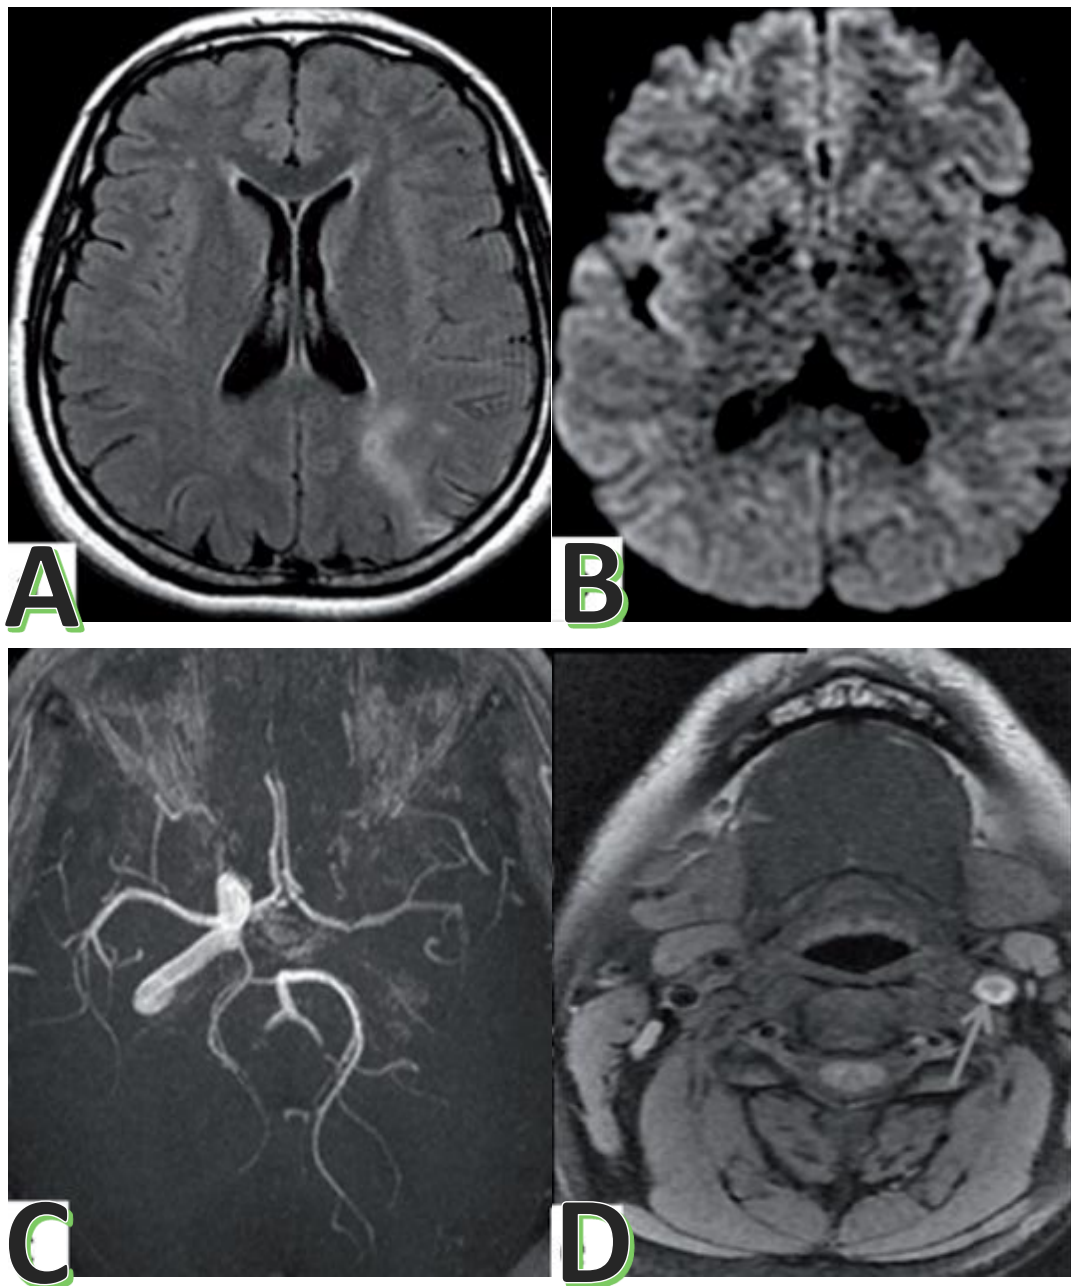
IRM cérébrale montrant un foyer ischémique jonctionnel postérieur gauche (A et B), une amputation de l'artère carotide interne gauche à la séquence 3D TOF (C) et sa dissection à la séquence T1 avec un hématome de la paroi (D)
